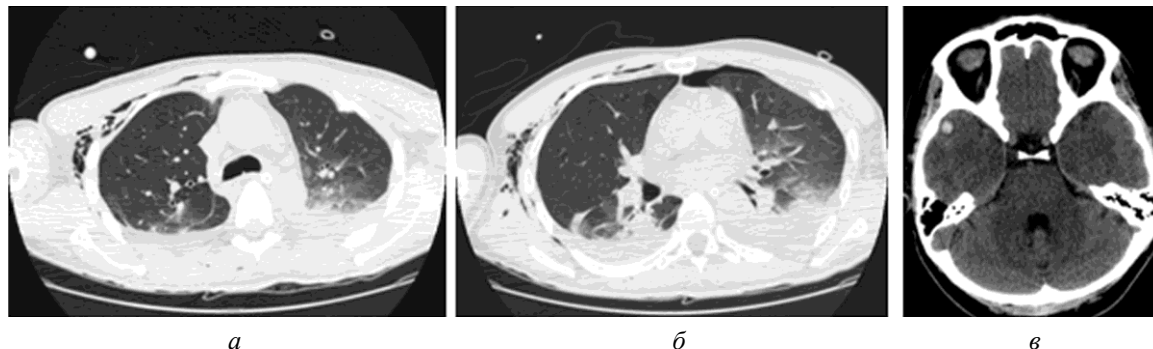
МСКТ. Тяжелая КТТ. Эмфизема мягких тканей груди, двухсторонний ушиб легких, гидроторакс. Малый пневмоторакс слева (а, б). Ушиб головного мозга, контузия правой височной доли (в). С учетом превалирующего повреждения определен порядок оперативного вмешательства — дренирование левой плевральной полости, консервативное ведение ушиба головного мозга
